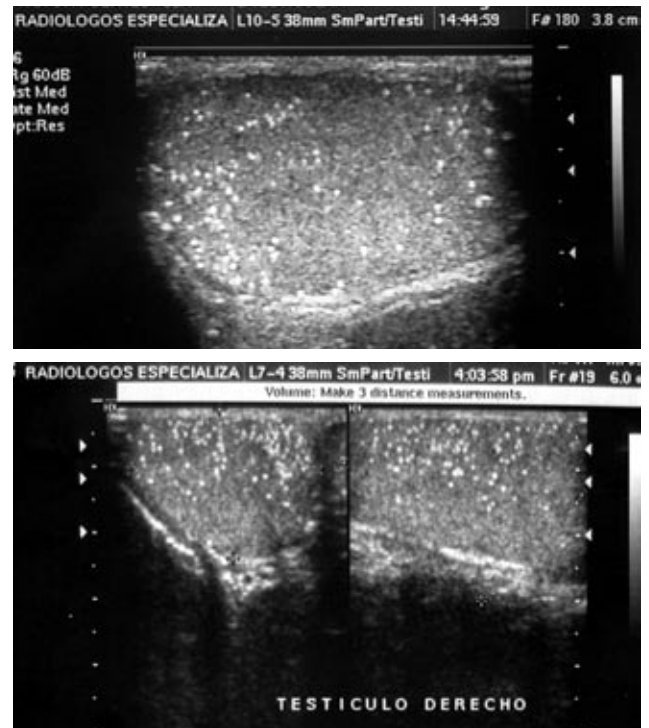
A. Microlitiasis testicular: lesiones hiperecógenas puntiformes que comprometen de manera difusa el testículo, encontradas de manera incidental por ecografía. B. Ecografía de seguimiento de múltiples calcificaciones puntiformes que comprometen el testículo derecho, sin lesión tumoral asociada.
